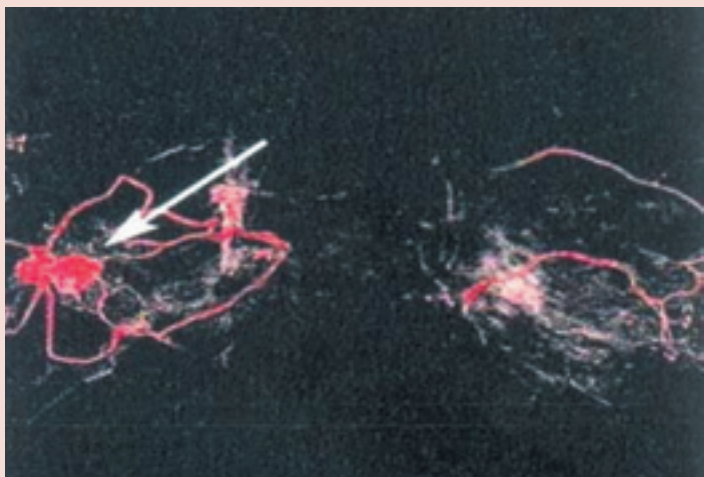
Изображение опухоли МЖ при МРТ (указана стрелками)
